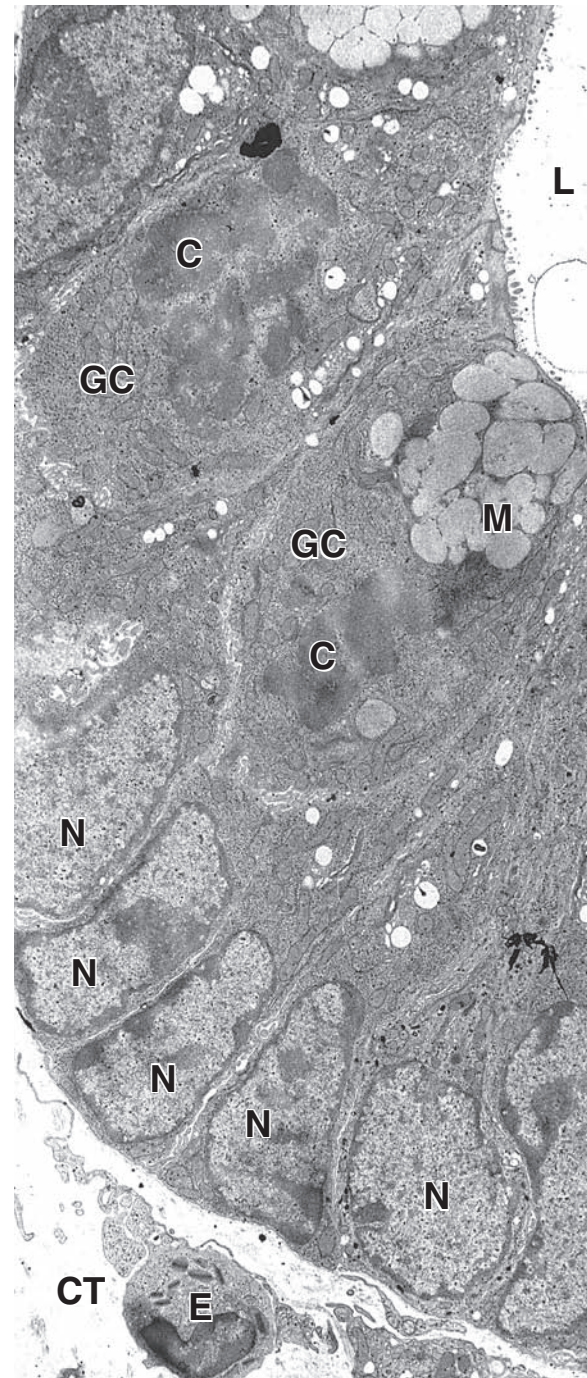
▲ Fotomicrografía electrónica de células caliciformes en proceso de división. Esta fotomicrografía electrónica demuestra que ciertas células del intestino continúan su división aún después de haberse diferenciado. Aquí aparecen dos células caliciformes (GC) en proceso de división. Normalmente, las células en división se alejan de la lámina basal y se acercan a la luz. Una de las células caliciformes contiene gránulos de mucinógeno (M) en su citoplasma apical. Los cromosomas (C) de las células en división no están rodeados por una envoltura nuclear. Compárese con los núcleos (N) de las células epiteliales intestinales que no están en proceso de división. La luz de la glándula (L) está en el ángulo superior derecho de la fotografía. CT, tejido conjuntivo; E, eosinófilo. 5 000 X.
